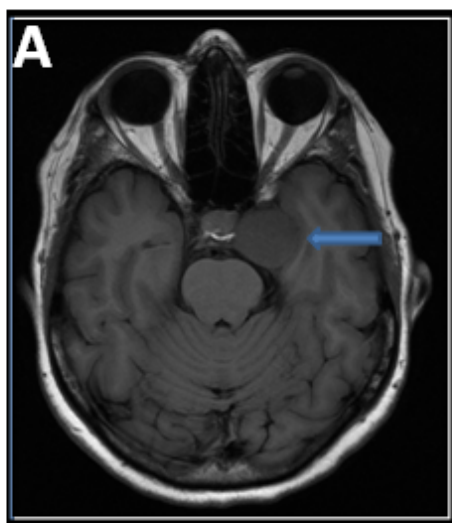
A- RM axial potenciada en T1 muestra lesión extra axial isointensa en topografía del seno cavernoso (flecha).
